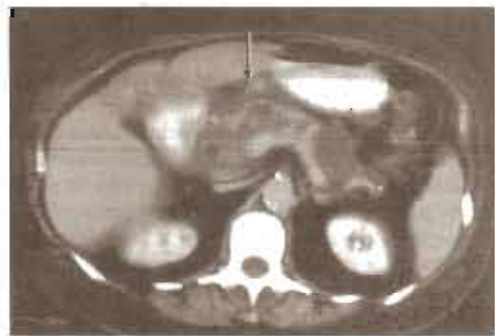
Pancreatitis aguda en una TC. Los hallazgos incluyen agrandamiento y edema del páncreas y cambios inflamatorios peripancreáticos y acumulación de líquidos (flecha). (Cortesía de Henry I. Goldberg.)
